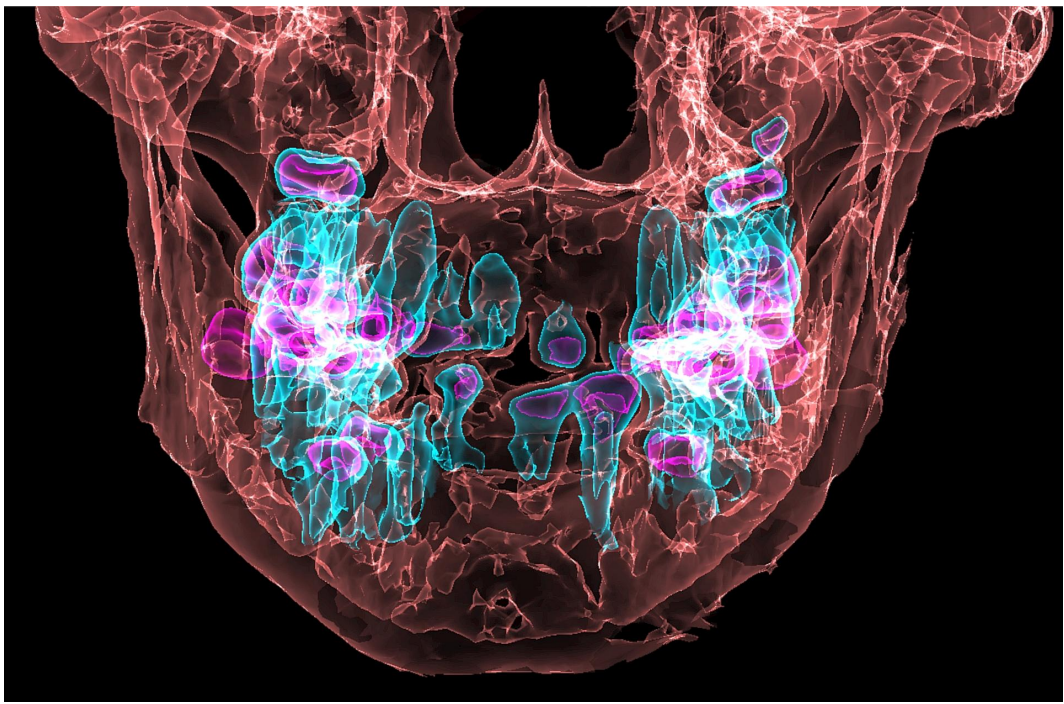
Tomografía computarizada en 3D de la maxila y la mandíbula mostrando los dientes (en color azul), algunos permanecen sin erupcionar. La corona de los dientes está en color lila.
